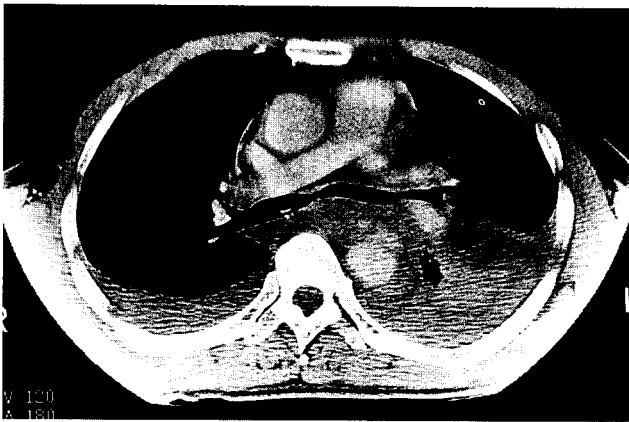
수술전 흉부 전산화 단층촬영. 좌측에 혈종의 소견 및 하행 흉부 대동맥주위에 혈종의 소견을 보인다.
